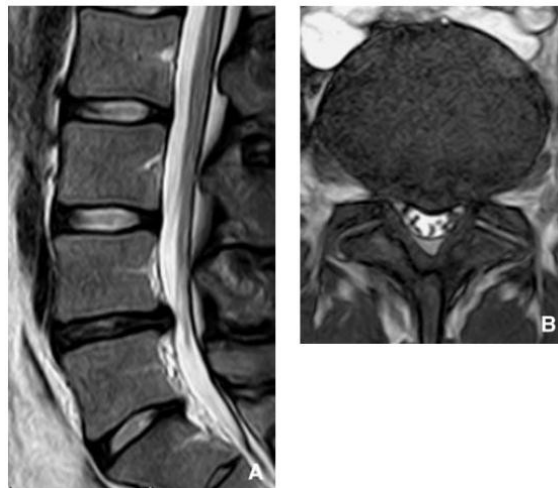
Hernie discale à base large (IRM).
